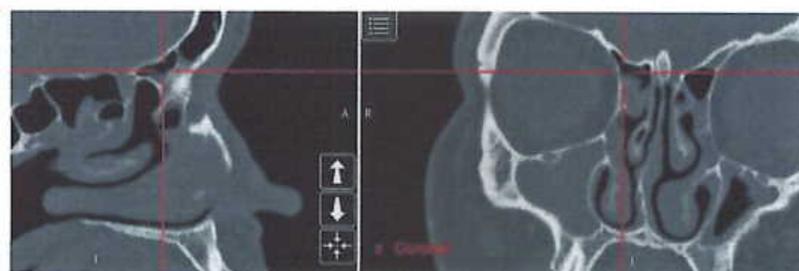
Gambaran CT Scan Sel Bulla Ethmoid
